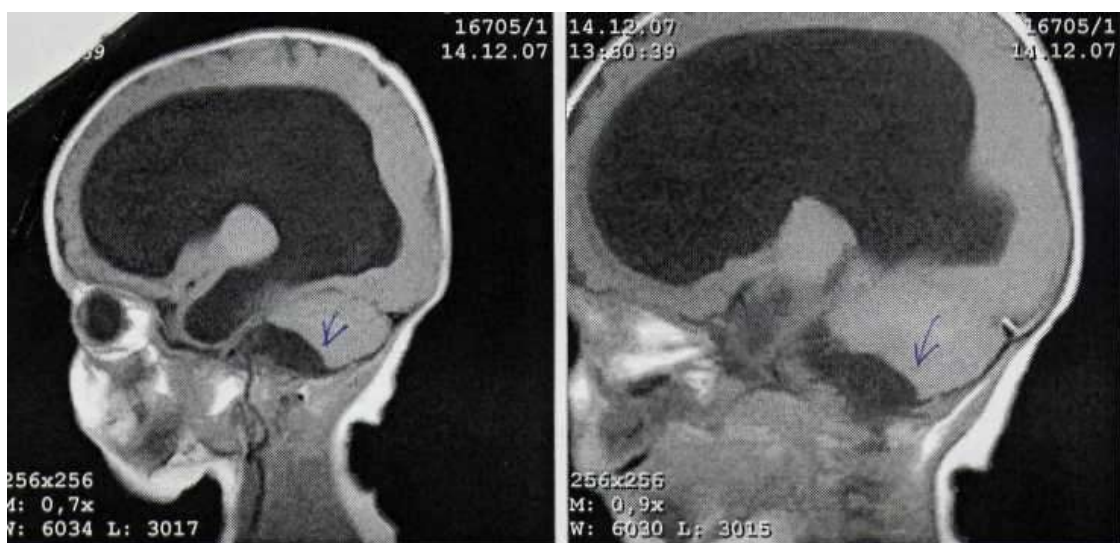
МРТ головного мозга. Ребенок А., мальчик, 7 мес. Врожденная цитомегаловирусная инфекция. Поражение головного мозга: внутренняя тетраентрикулярная окклюзионная гидроцефалия с блоком ликвороциркуляции на уровне IV желудочка; ликворная киста под правым полушарием мозжечка (собственное наблюдение).
